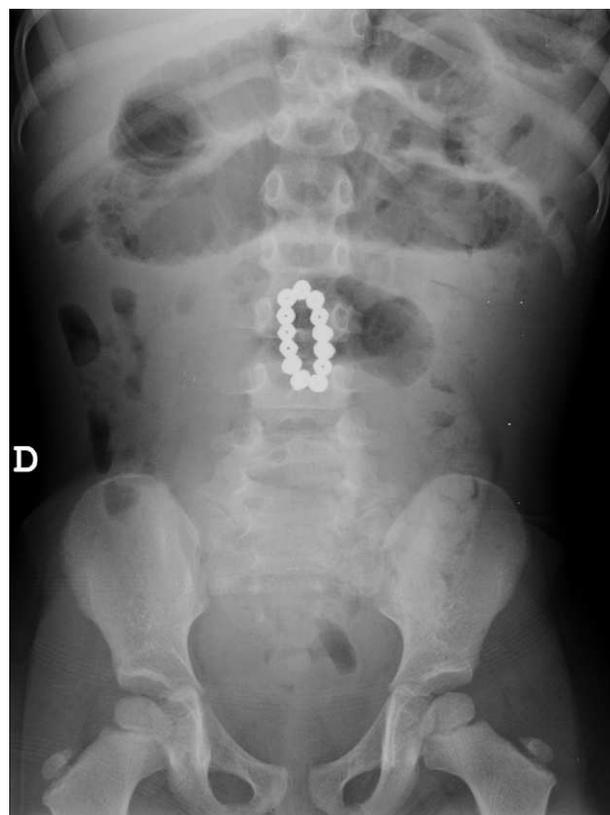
Radiografía simple de abdomen. Cuerpo extraño metálico en el intestino delgado con distensión de asas proximal y ausencia de aireación distal.
